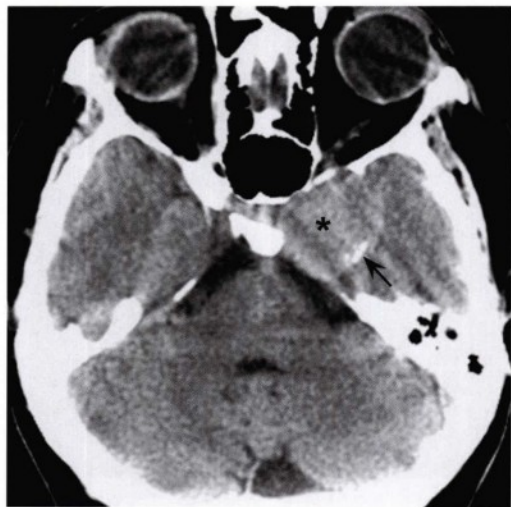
横断位CT平扫,显示起源于左侧海绵窦的圆形等信号病变(星号)。注意病变周围存在高密度改变(箭头),符合巨大动脉瘤壁的钙化。
